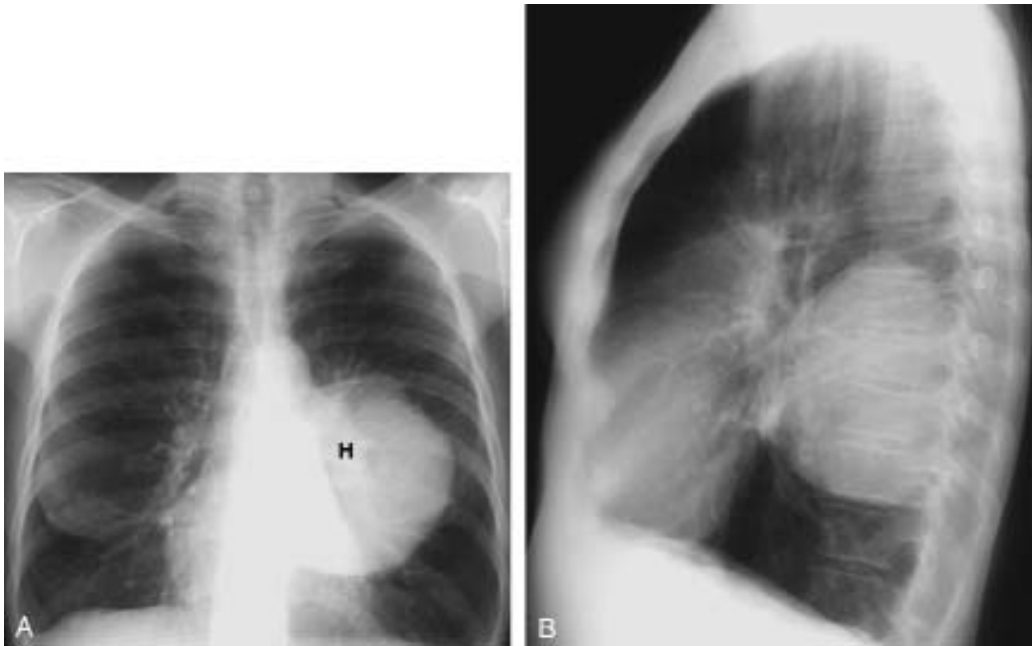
Radiografía de tórax posteroanterior (PA): Masa de gran tamaño en el lóbulo inferior del pulmón izquierdo que se superpone al borde del corazón y del hilio izquierdo, pero que no los oculta.
